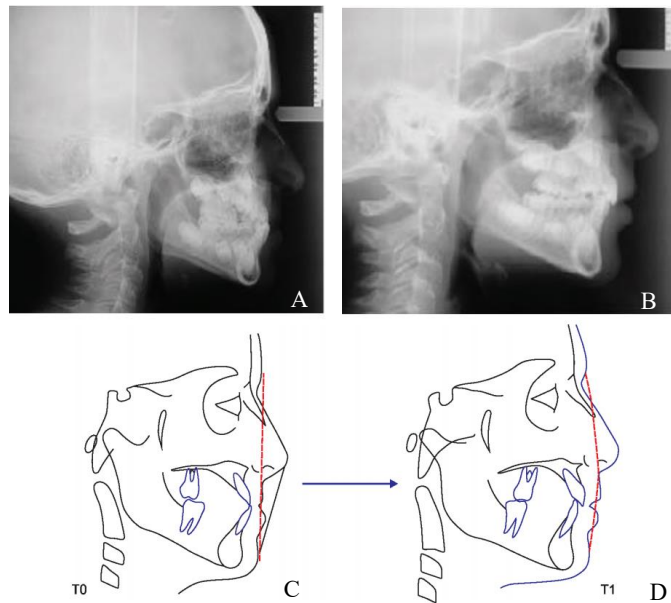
Teleradiografias de perfil inicial e final do paciente, respetivamente (A e B). Traçado cefalométrico do paciente antes e após o uso de máscara facial, respetivamente (C e D). Devido ao deslocamento para anterior do maxilar superior é possível constatar uma alteração do perfil do paciente de reto para concavo, tornando-se por isso mais harmónico. Adaptada de Rota et al.⁽¹²⁴⁾
